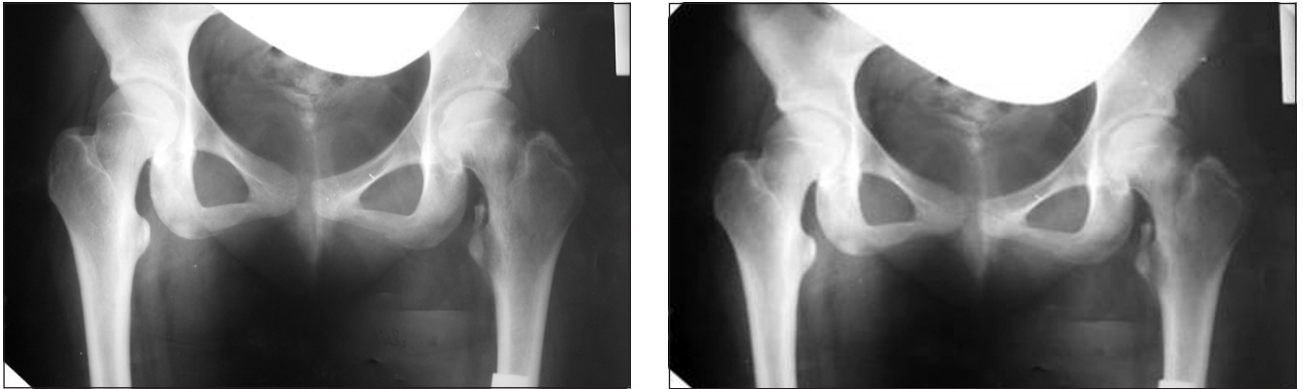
Рентгенограми кульшових суглобів хворої М. через 3 та 9 міс після травми
